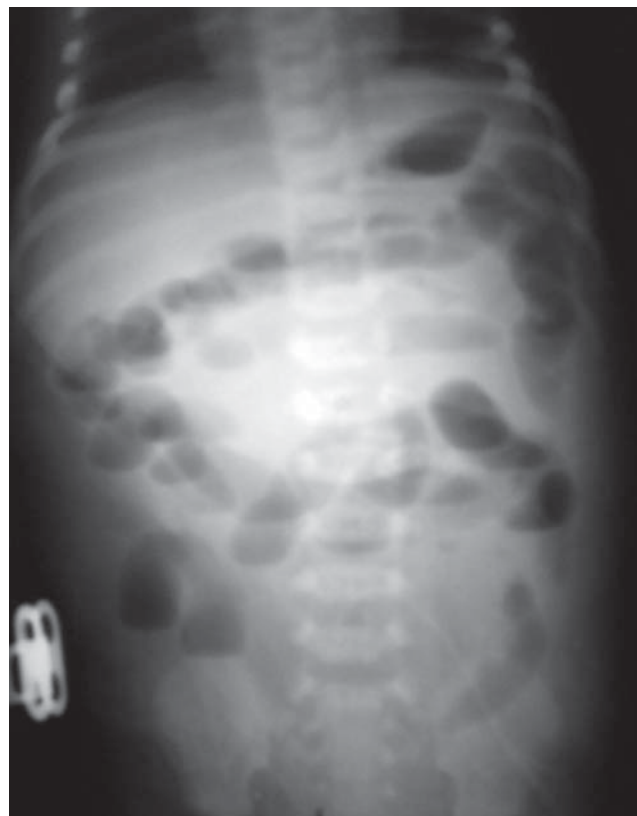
Рентгенологічні ознаки парезу кишечника
